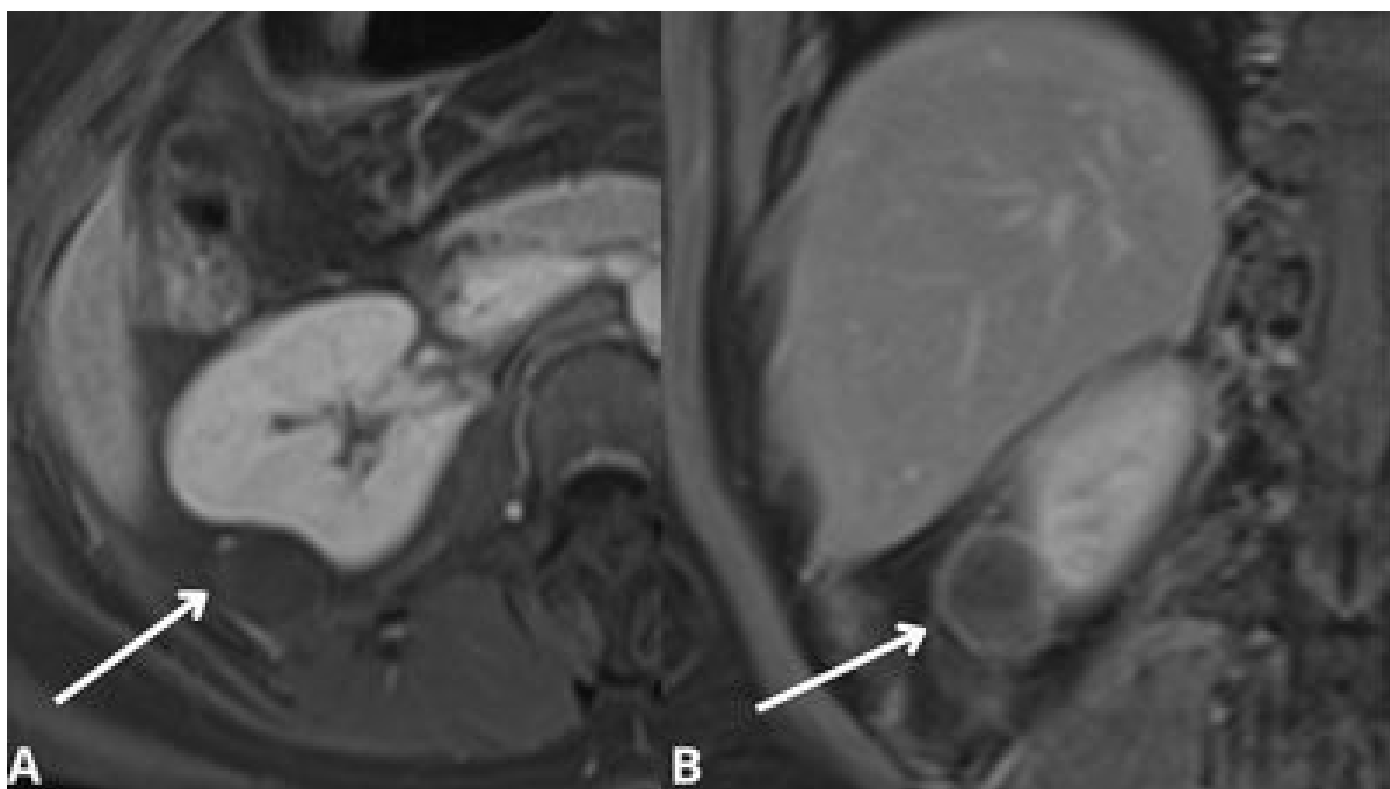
A. RM, aquisição axial, ponderada em T1 com o uso do meio de contraste paramagnético, demonstrando ausência de realce na lesão, sugerindo conteúdo cístico com leve realce das paredes, as quais são regulares; B. RM, aquisição coronal ponderada em T1 com o uso do meio de contraste paramagnético, demonstra leve realce das paredes da lesão cística.
